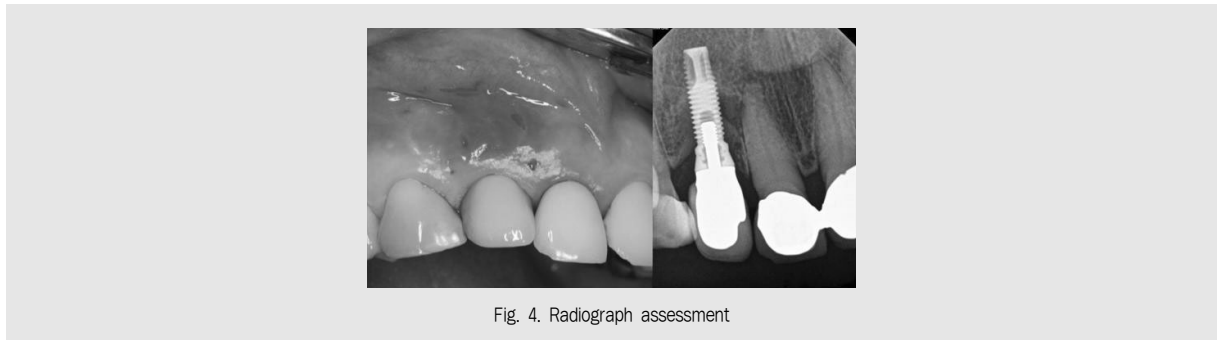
Radiograph assessment
